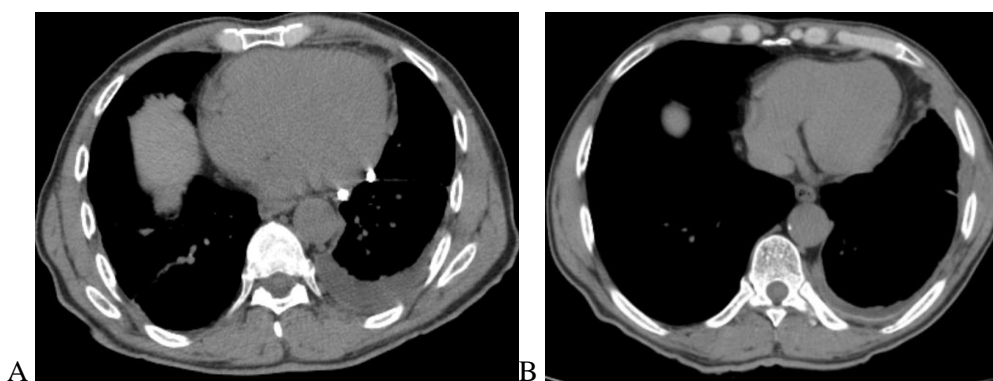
Delta volume negativo (dreno em pleura esquerda). A: TC1 - expansão incompleta. B: TC30 - volume menor que o inicial.
